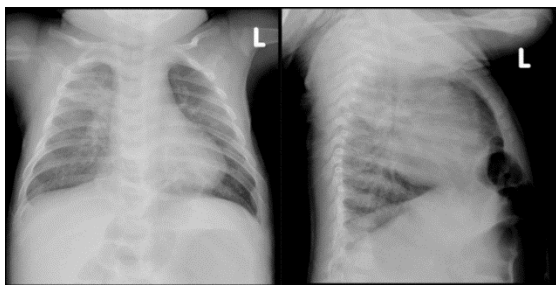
Anteroposterior (AP) chest x-ray showed bubble-like lucencies that appear like bowel projecting through the heart shadow. Lateral view showed that these lucencies are located at the retrosternal area
